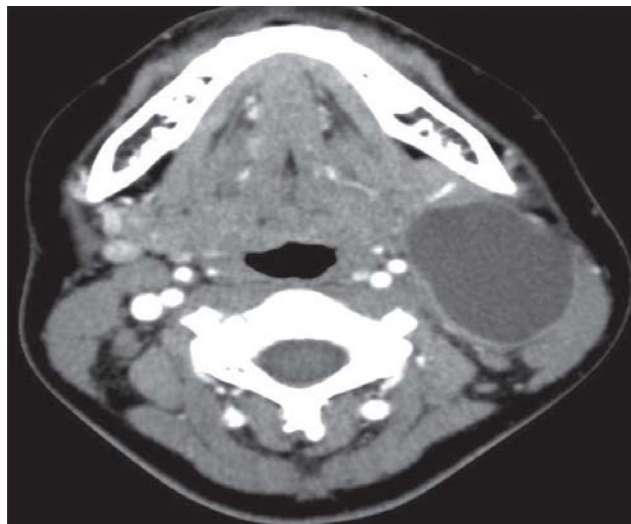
TDM injectée. Coupe transversale. Kyste de la deuxième fente branchiale gauche classiquement situé en sus-hyoïdien, en dehors et au contact du paquet vasculaire jugulocarotidien et en dedans du muscle sterno-cléido-mastoïdien [155]:.
